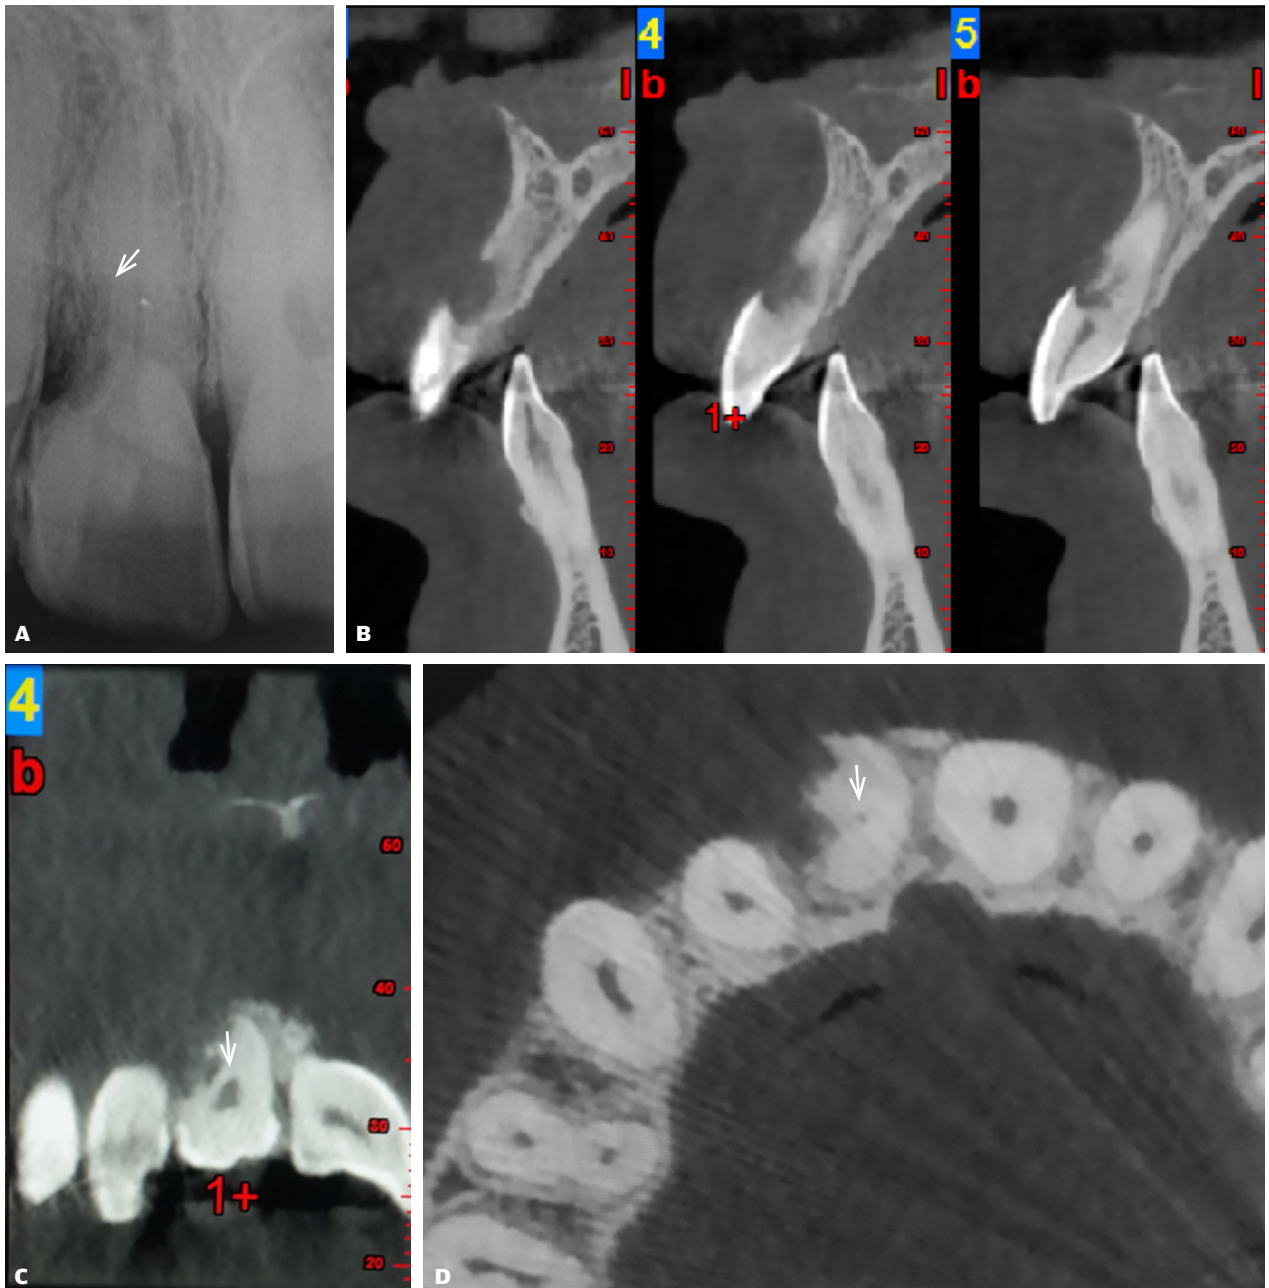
Patienttilfælde 2. Præoperative røntgenbillede af 1+ med distal lokaliseret infektionsrelateret inflammatorisk resorption, involverende den øverste 1/2 af roden (hvid pil, A). CBCT i sagittal (B), transversalt plan (C) samt aksialt plan (D). Overfladen af den resorptive læsion er stor, og marginal knogle er væk facialt (B). I det transversale og aksiale plan ses den eksterne læsion som værende ikke omkredsende rodkanalen, samtidig ses en udtalt lokal indsnævring af pulpa sammenlignet med +1 (hvid pil C, D).
